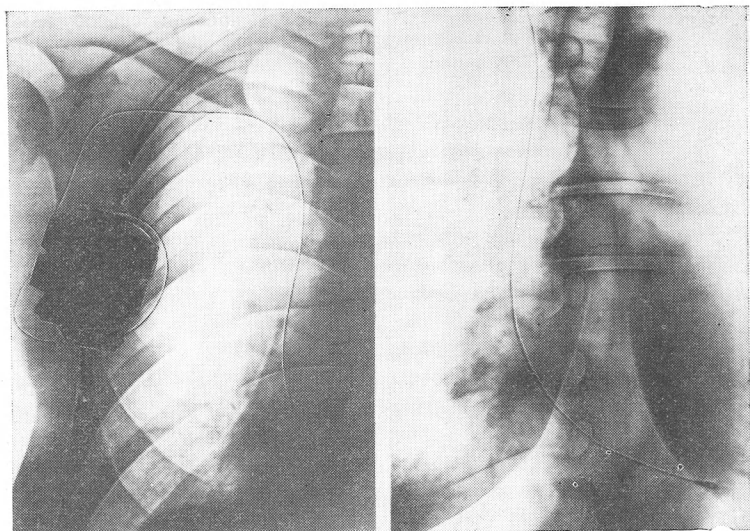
Рентгеновские снимки имплантированного ЭКС LSK 200 (а) фирмы «Тесла» и стимуляционного электрода (б)
